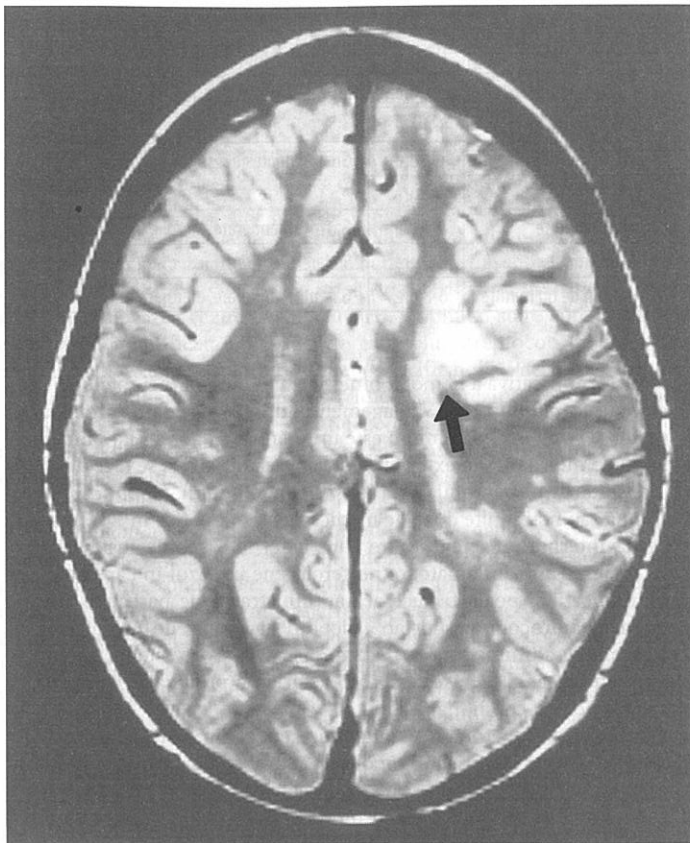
Accident vascular cerebral acut. Scanarea RMN T2 ponderată a creierului prezintă zone cu semnal crescut (săgeată) care interesează materia cenușie și albă a lobului parietal stâng, în concordanță cu un infarct acut. [Reprodus cu permisiunea lui Shah BR, Lucchesi M: *Atlas of Pediatric Clinical Diagnosis*, © 2000 WB Saunders, Philadelphia.]
